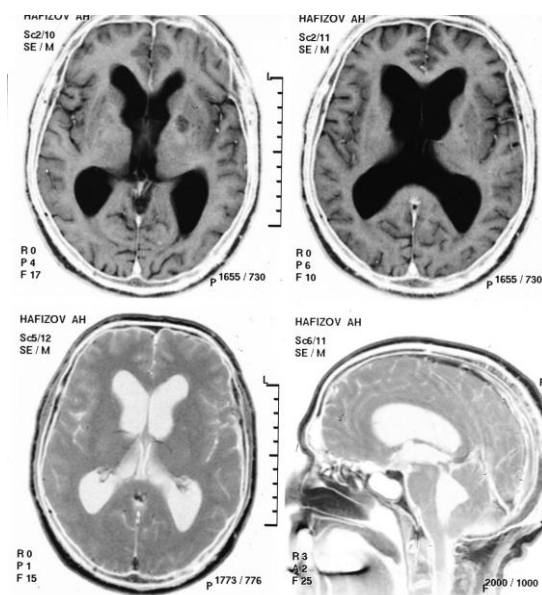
МРТ больного с симптоматической эпилепсией. Арезорбтивная гидроцефалия.
